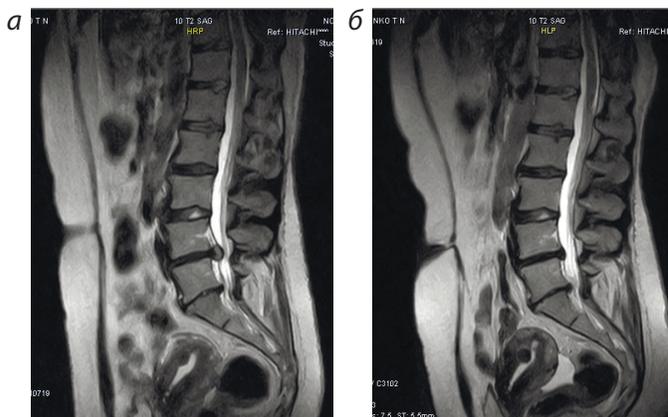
МРТ поясничного отдела позвоночника до (а) и спустя 3 месяца лечения (б) с соблюдением принципов альтернативной локомоции. Уменьшение размеров грыжи с 12 до 4 мм.
